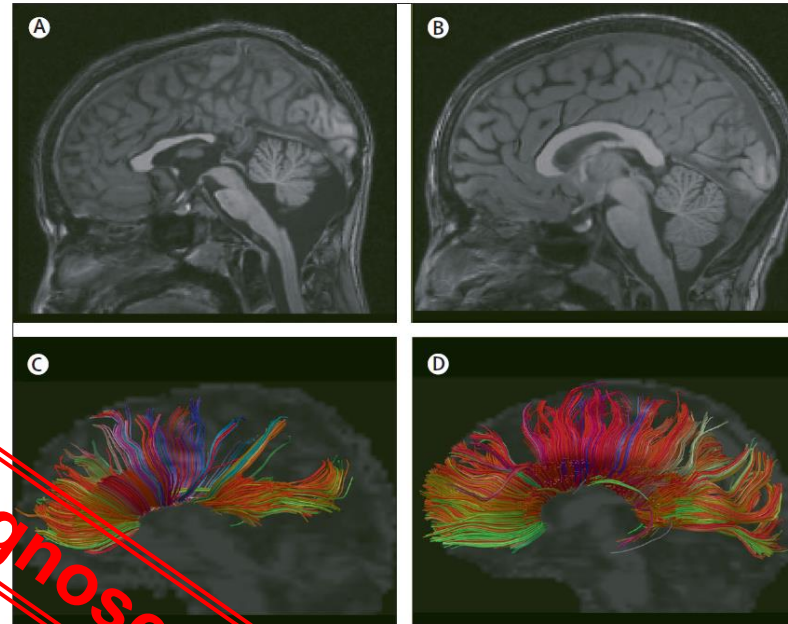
MRI scans of 12-year-old boys with fetal alcohol syndrome or without prenatal alcohol exposure. A T1-weighted anatomical image of a 12-year-old boy with fetal alcohol syndrome (A) shows multiple abnormalities, including microcephaly, partial agenesis of the corpus callosum, and cerebellar and brainstem dysplasia, which are absent in a 12-year-old boy without prenatal alcohol exposure (B). Diffusion tensor imaging tractography shows the interhemispheric white matter abnormality, especially in the posterior region, in the boy with fetal alcohol syndrome (C) compared with the boy without prenatal alcohol exposure (D).
